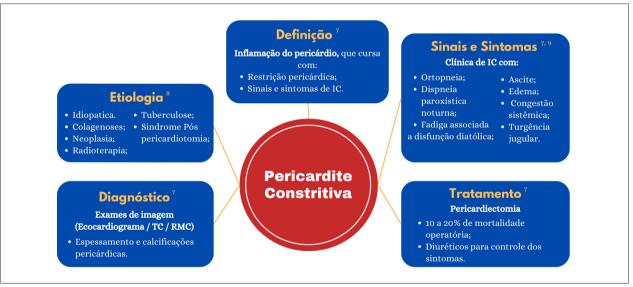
Características da pericardite constritiva. IC: insuficiência cardíaca; TC: tomografia computadorizada; RMC: ressonância magnética do coração.
